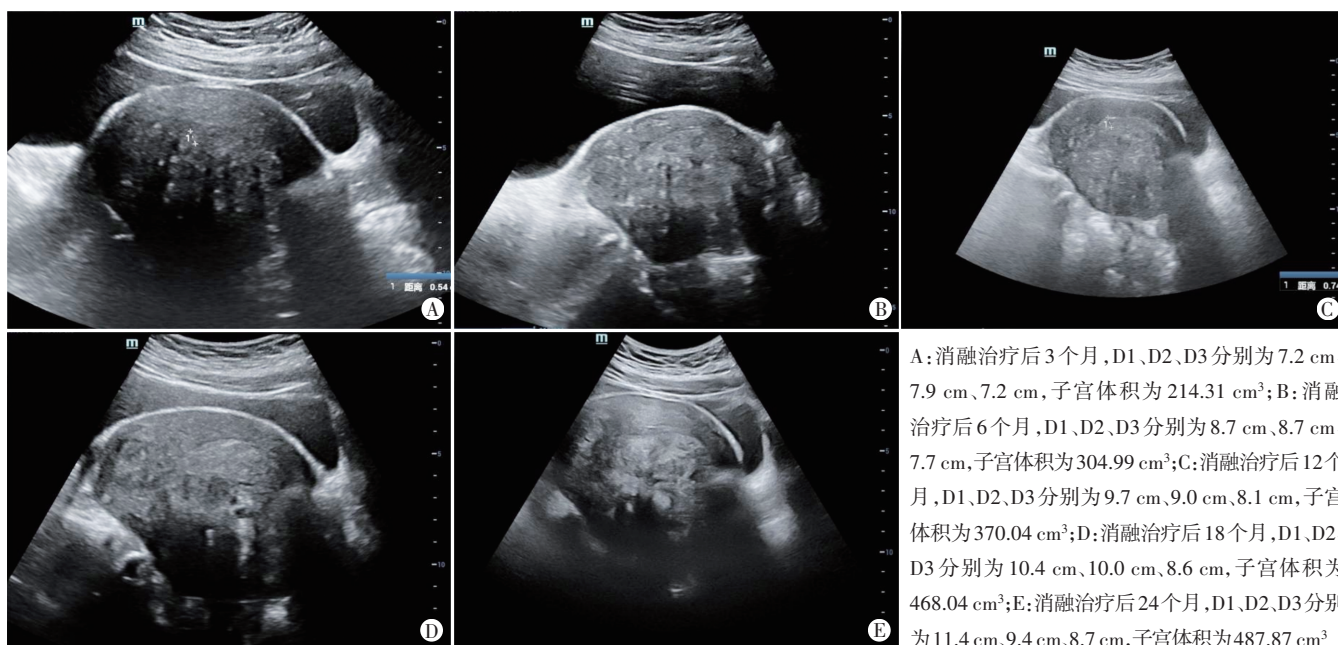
消融有效患者(34岁)治疗后3、6、12、18、24个月子宫常规超声图
